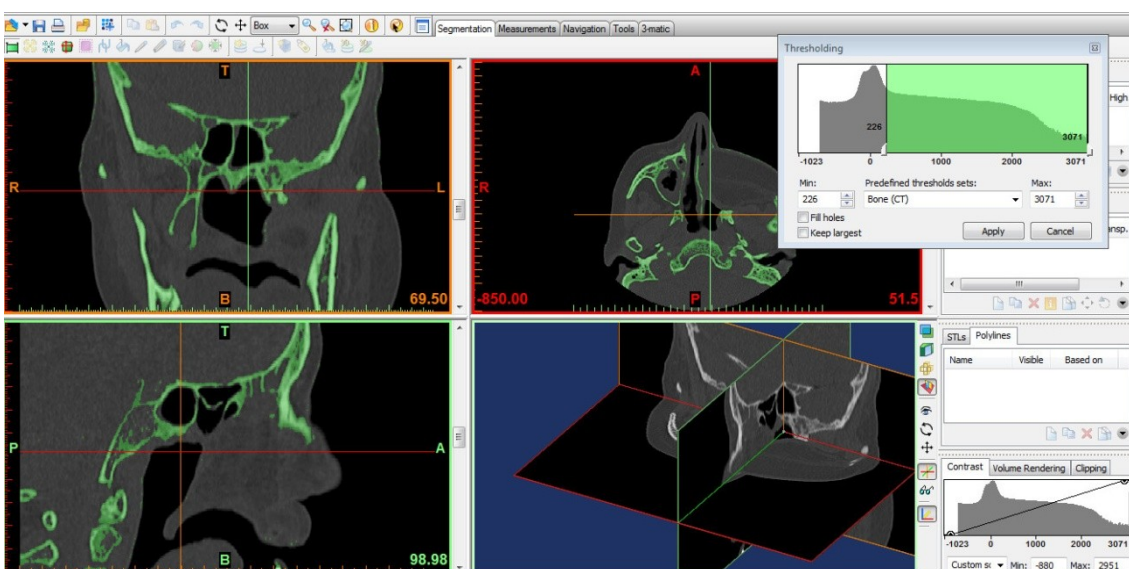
Thresholding da zona “Bone CT”
